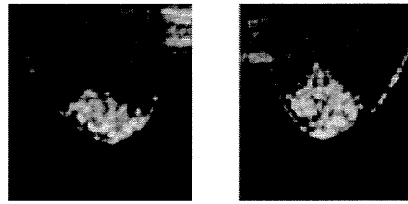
RGD-バブルリポソームの試験管内血栓に対する結合性と超音波造影
